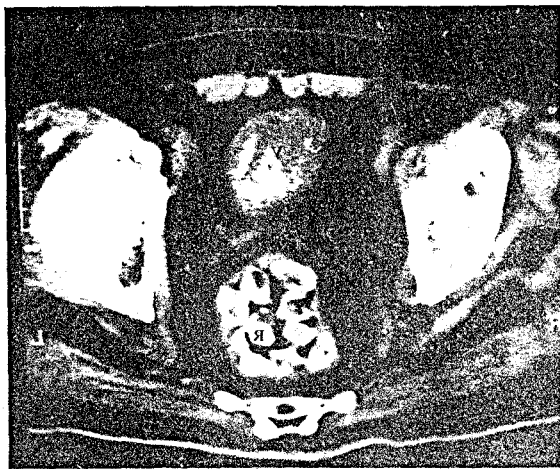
Aspect tomografic al unor calcifieri ale unei tumori vezicale, R - rect, V - vezică.
